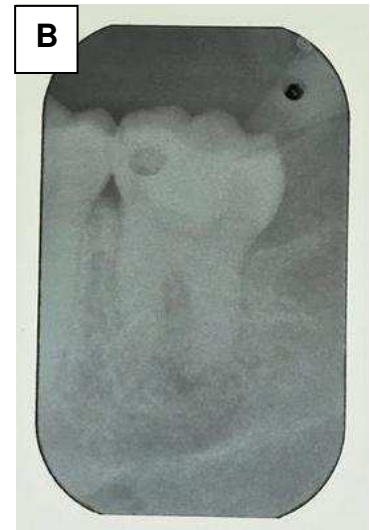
Radiografia periapical do elemento transplantado 38, pós-operatório de 15 dias.
